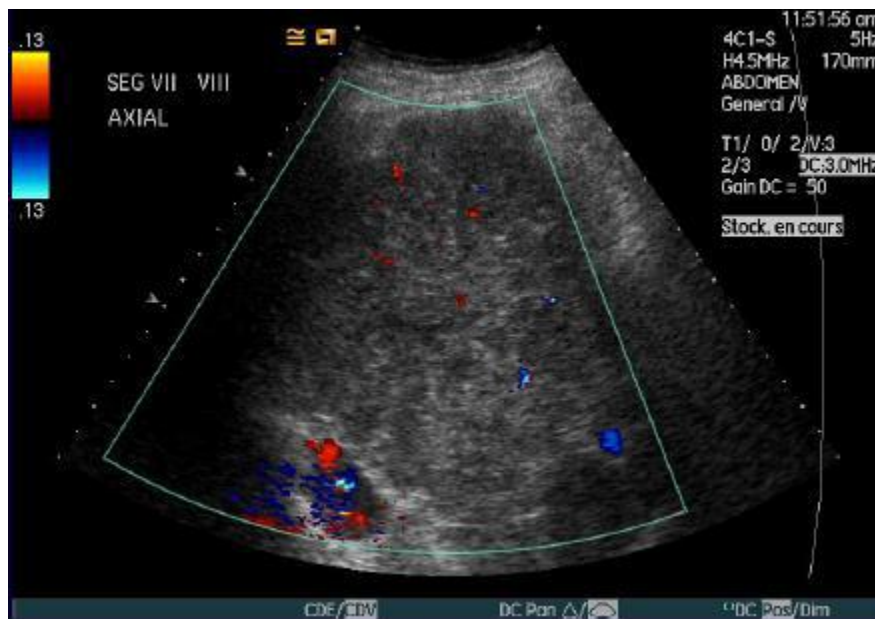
Echodoppler couleur montrant un volumineux CHC hétérogène du foie droit avec une vascularisation en son sein, sur un foie de cirrhose.
